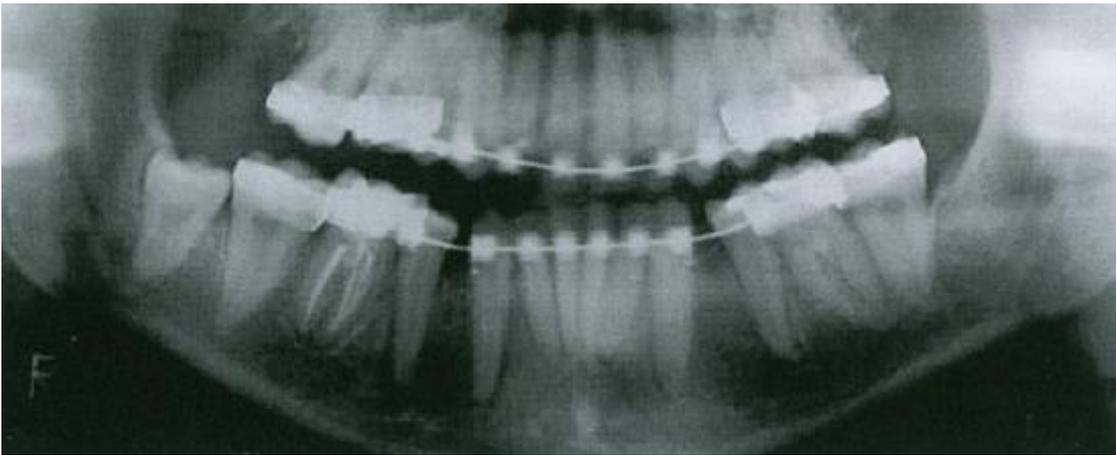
Radiografia panorâmica ao final da fase de alinhamento e nivelamento.<sup>23</sup>
